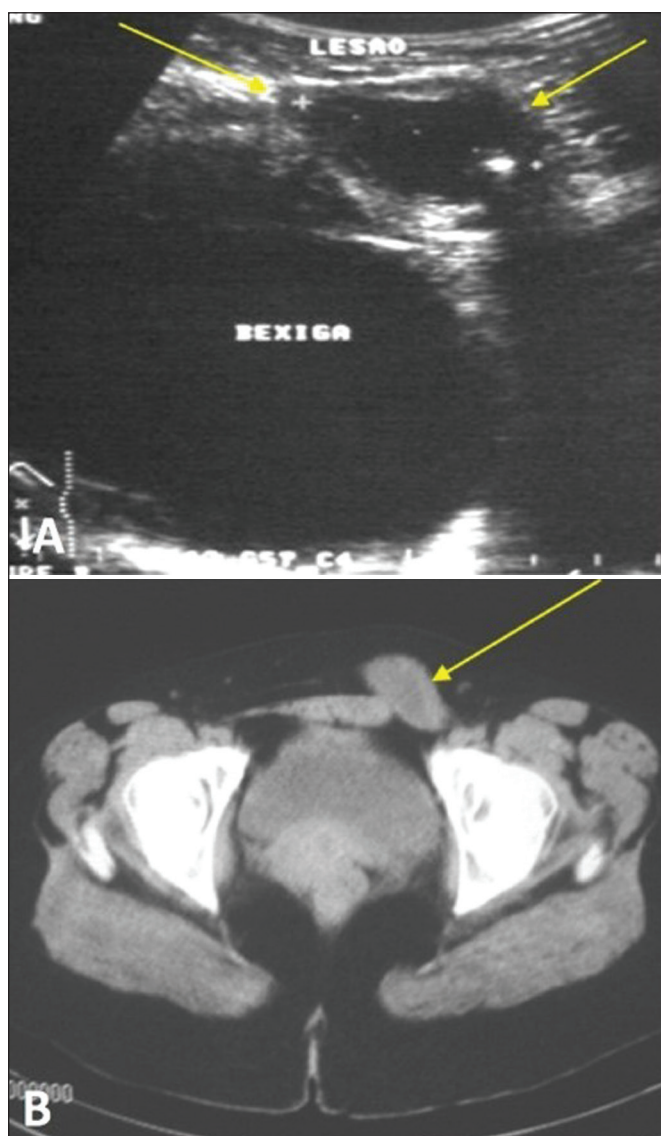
Mulher, 28 anos de idade, com massa dolorosa na região inguinal esquerda, que provou ser um cisto ovariano em hérnia inguinal. A: Ultrassonografia mostra a lesão cística ovariana no canal inguinal. B: Tomografia computadorizada axial na fase portal identifica essa lesão (seta). Cortesia: Dr. Luterio Marques de Oliveira.
